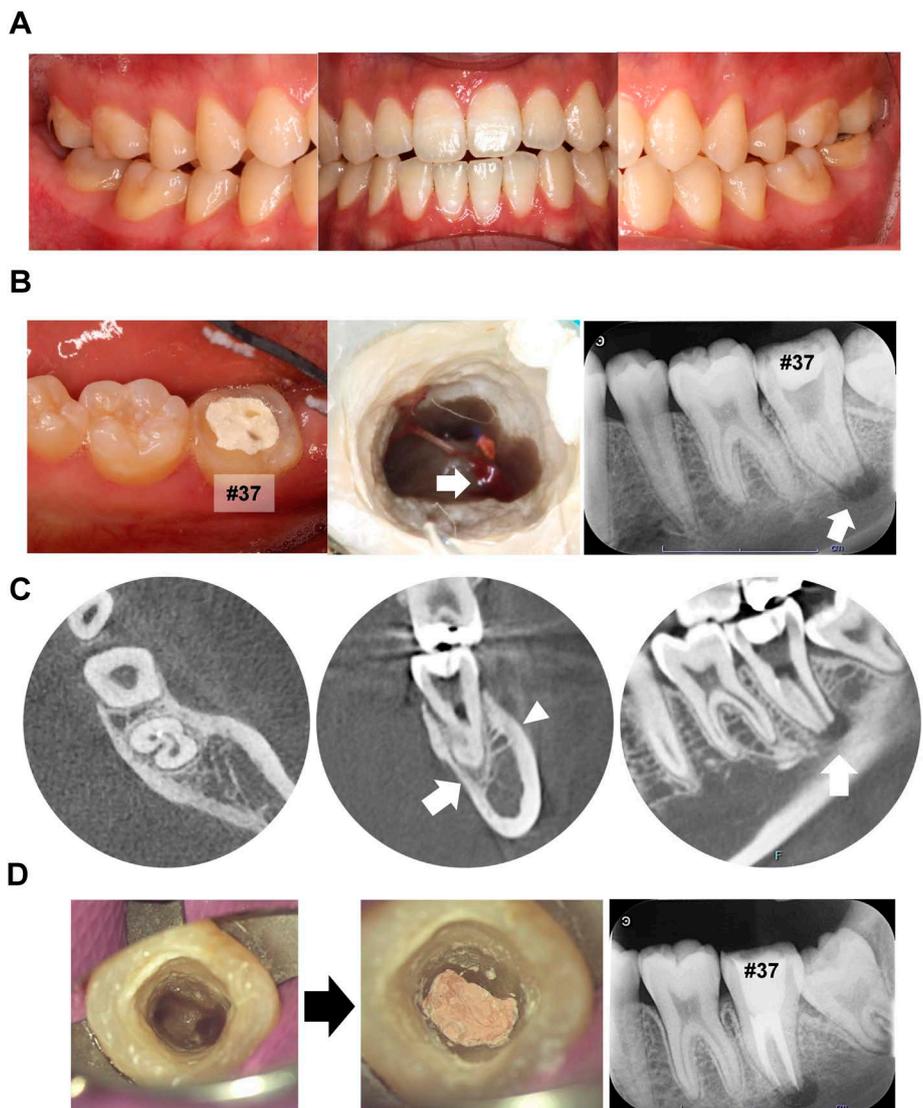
Oral photo (whole and #37), Dental X-ray (A, B) and CBCT images (C) of #37 on emergency admission, and tooth photo and dental X-ray image of #37 after endodontic treatment (D).
